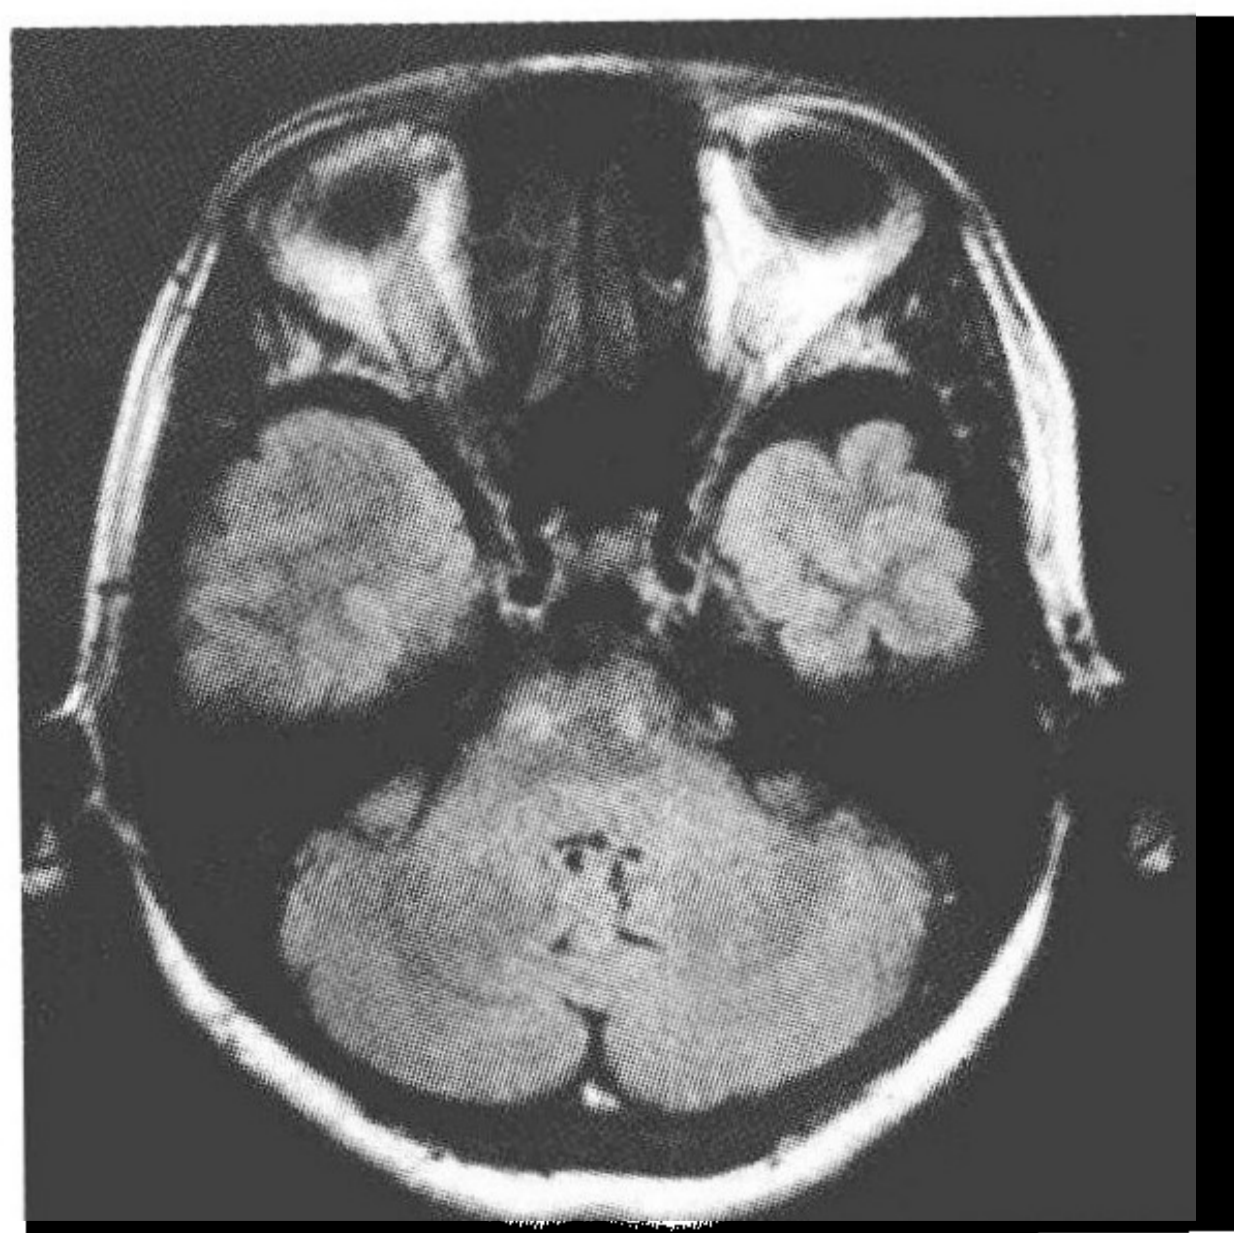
FLAIR 像于双侧桥脑腹侧部均见边界清楚的高信号区
